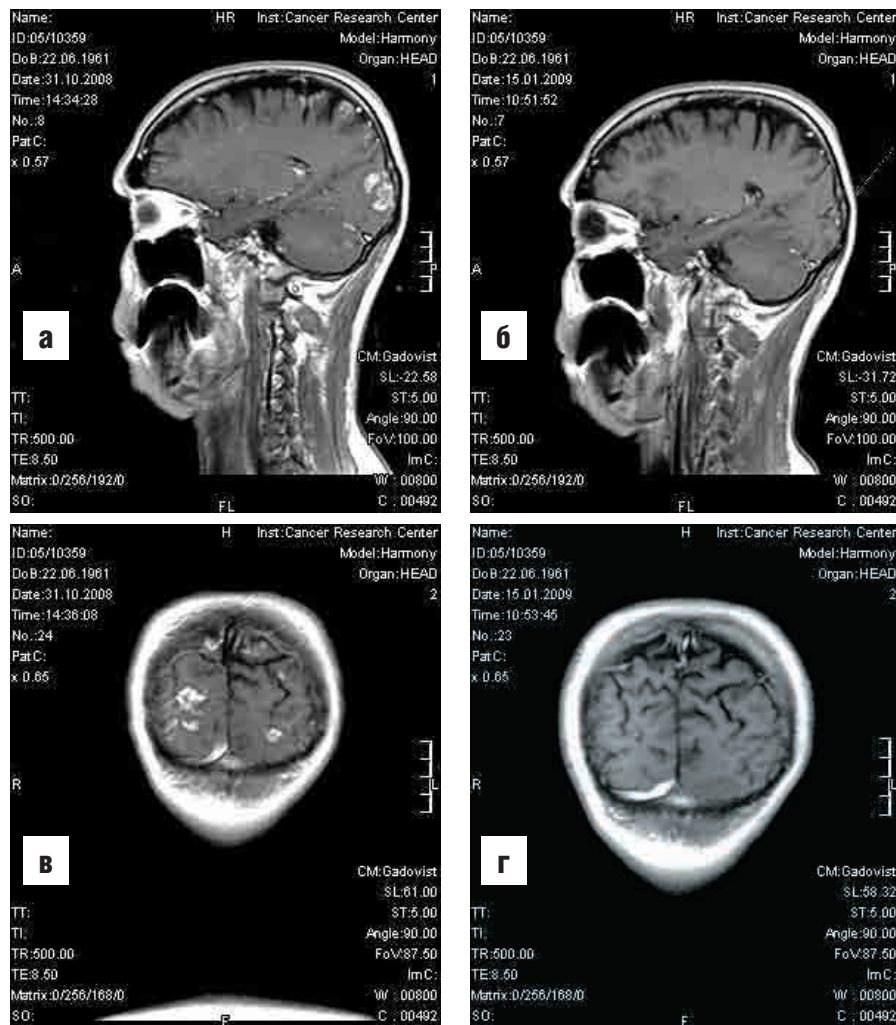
Магнитно-резонансные томограммы головного мозга, выполненные сразу после начала лечения (А, Б — 31.10.2008) и после 2 циклов химиотерапии (В, Г — 15.01.2009). Существенное уменьшение и исчезновение отдельных метастатических очагов в головном мозге
